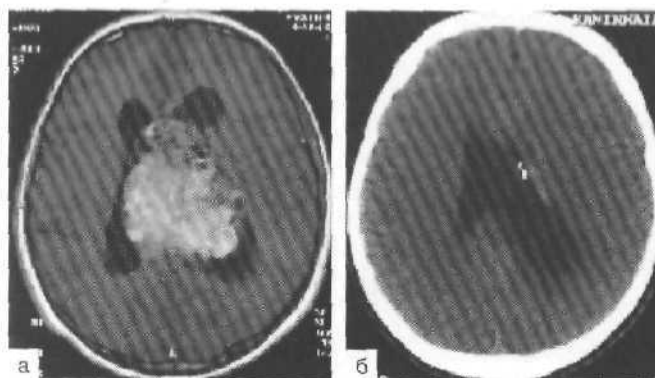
МРТ с контрастным усилением, T_1 -режим. Нейроцитома обоих боковых желудочков.
